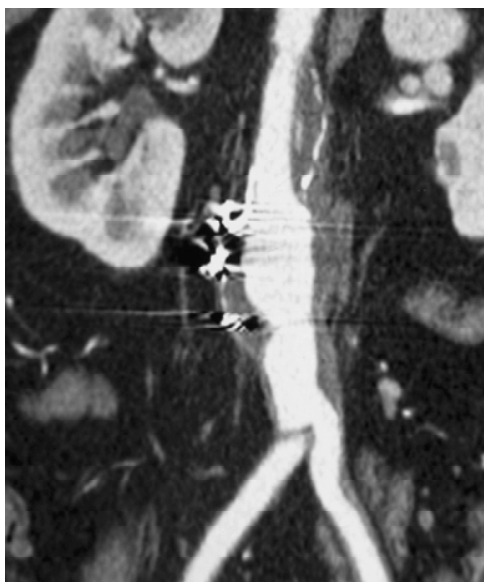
Caso 2: angiotomografia com aneurisma anastomótico de aorta abdominal infra-renal
